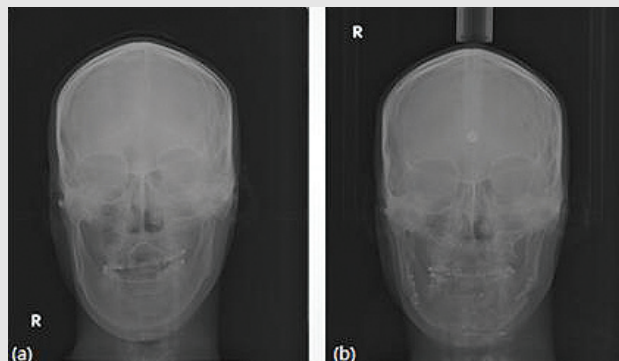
Pre & Post-OP X-ray (a)Pre-OP (b)Post-OP
